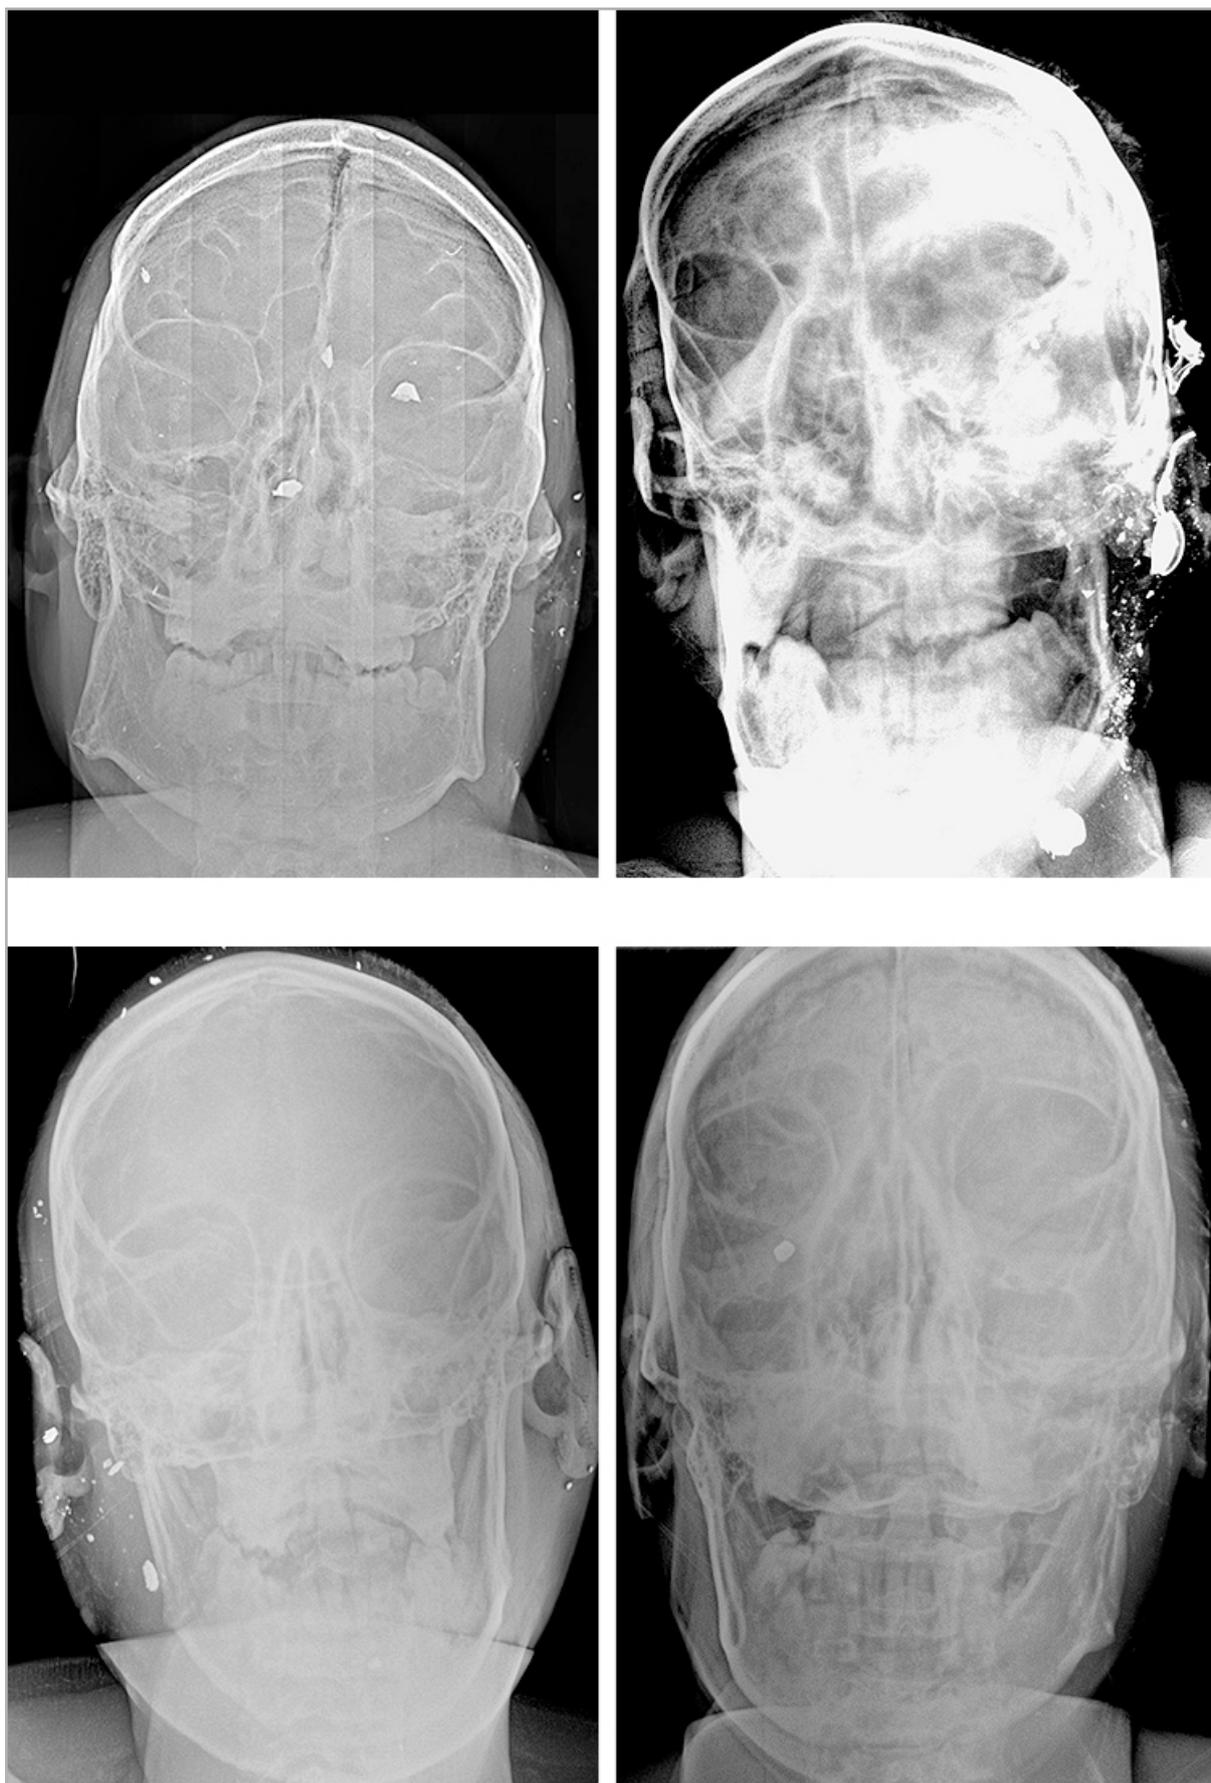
Фрагменты рентгенограмм черепа с ранящими снарядами различных размеров и форм
